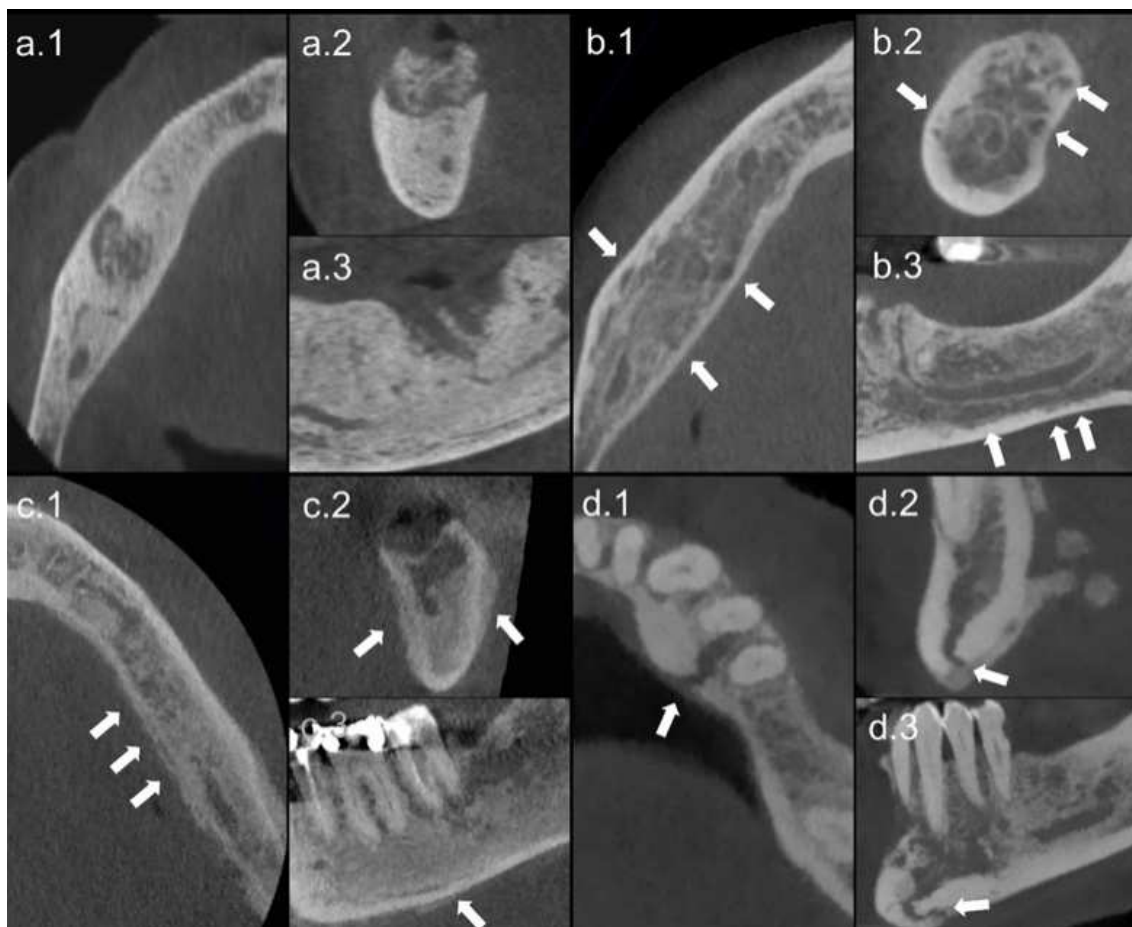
Reconstruções recortadas de CBCT que exemplificam as características imagiológicas associadas à MRONJ. Reproduzido de Moreno Rabie et al. (2023), *Dentomaxillofacial Radiology*, sob licença Creative Commons CC BY (CC BY 4.0).
